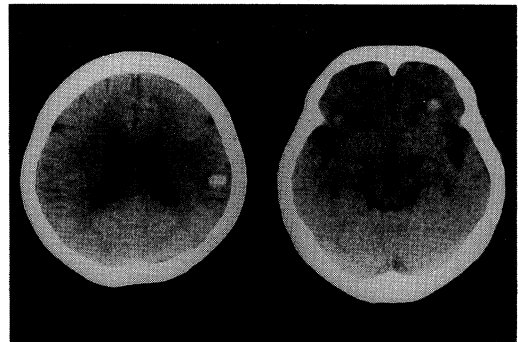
CT scan of the brain shows multiple high density areas in the frontal and temporal lobe
